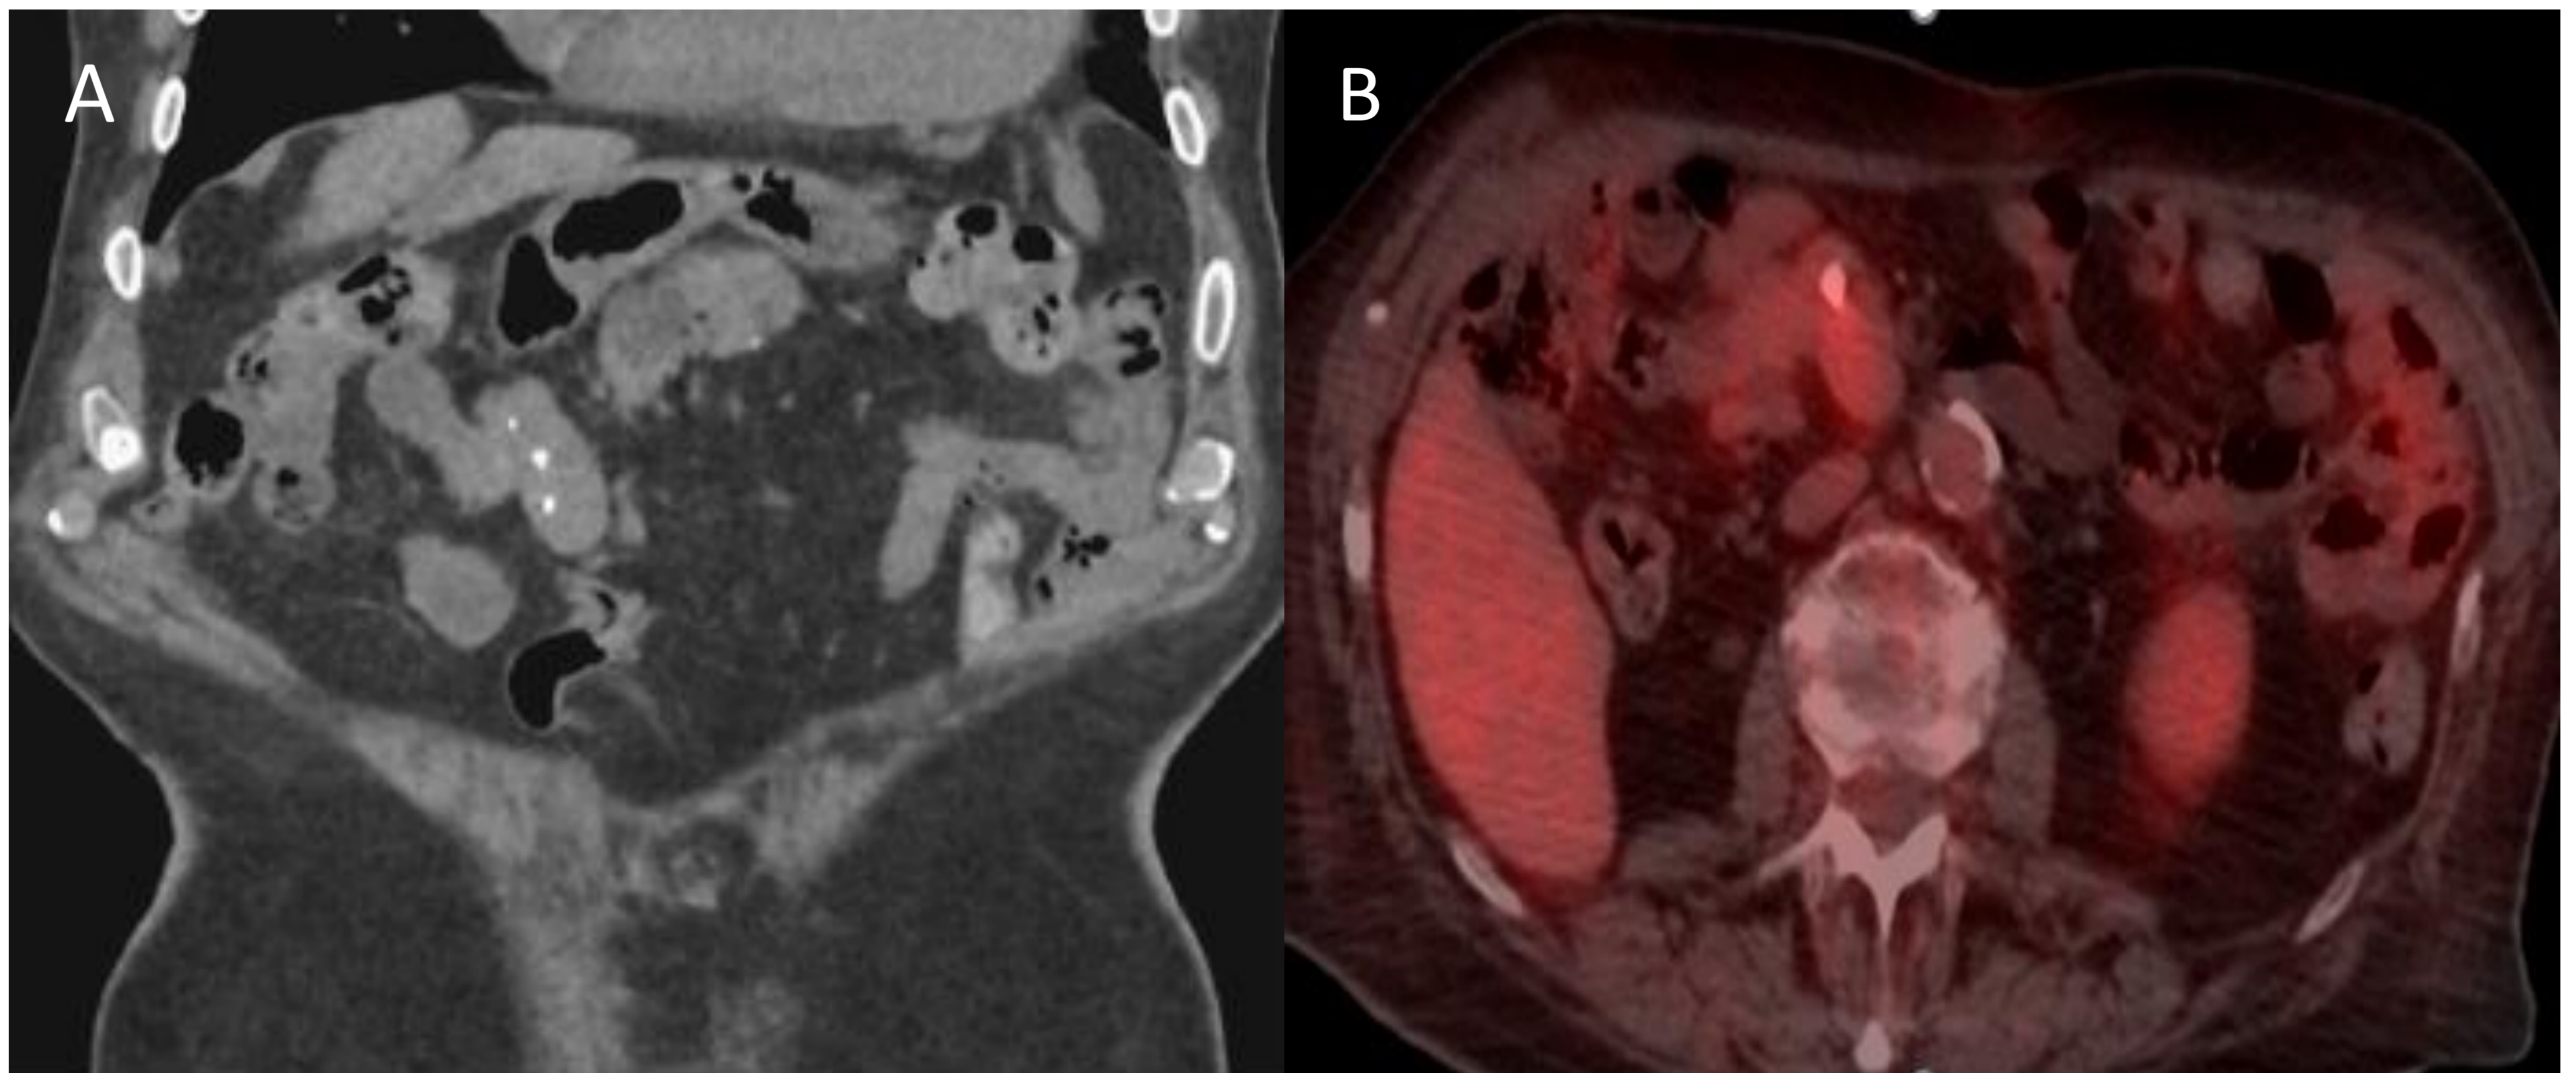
Paciente 90 años, asintomático control por ERC: Imagen A. TC abdominal simple. Imagen de tejidos blandos lobulada que contacta con asa de intestino delgado, localizada en hipocondrio derecho con calcificaciones groseras en su interior. Hallazgo sugestivo de TNE abdominal, sin poder descartar tumor GIST como dx secundario.
